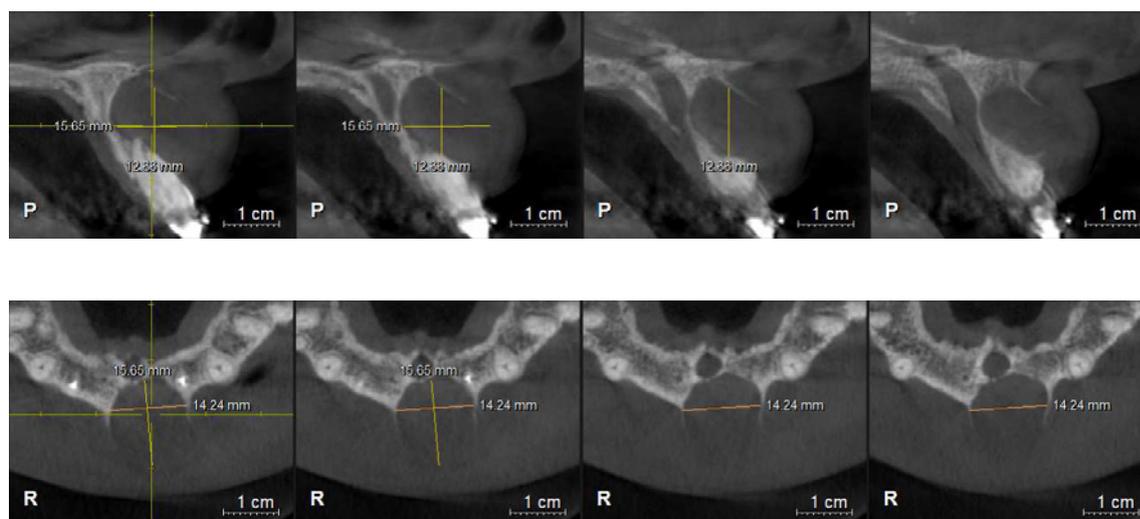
Cortes sagitais e axiais de tomografia computadorizada revelando imagem hipodensa, unilocular e expansiva envolvendo a região periapical dos dentes 21 e 11, com rompimento da cortical óssea vestibular.
